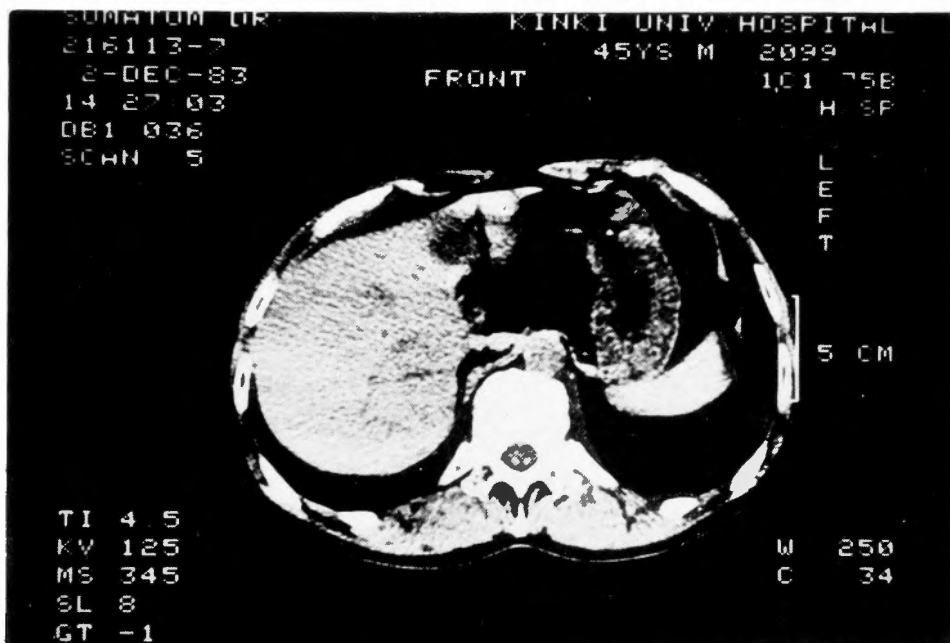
Case 2. computerized tomography showing low density area in the 5 hepatic segment
